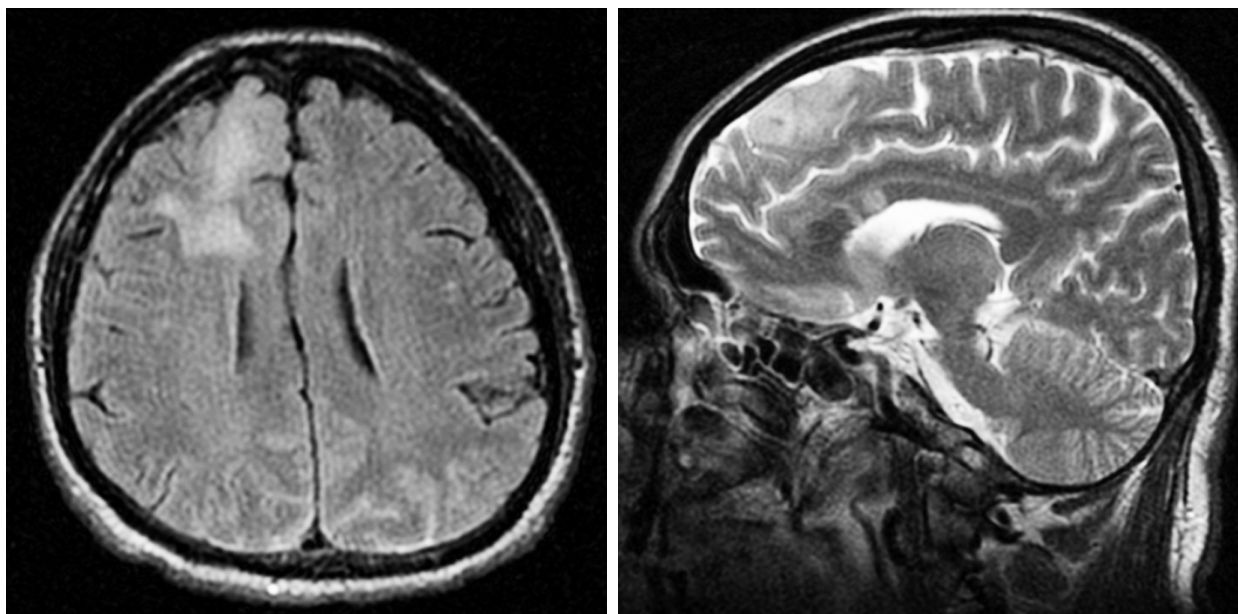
МР-томограмма головного мозга пациента А., 62 лет, без контрастирования: а — аксиальная проекция, б — сагиттальная проекция
